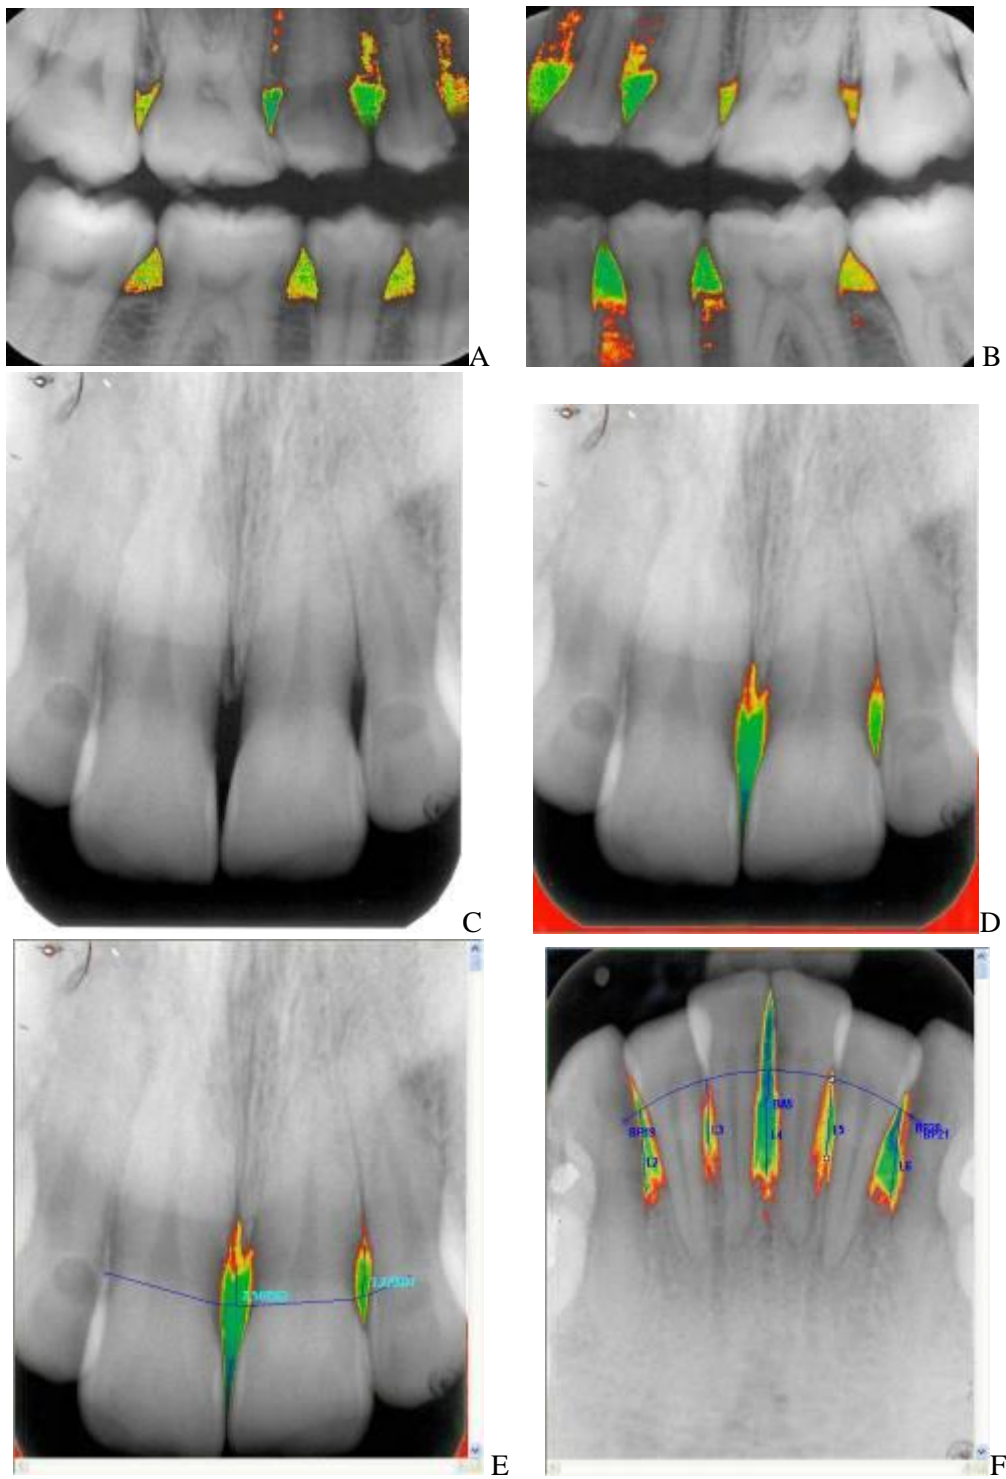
A-B corresponden a Rx Bite-Wing digitalizadas-pseudocolor- grupo sanos. C- Rx periapical digitalizada – escala de grises- grupo problema (PAG). D-E y F- Rx periapical digitalizada pseudocolor grupo problema – resorcion osea (PAG)
